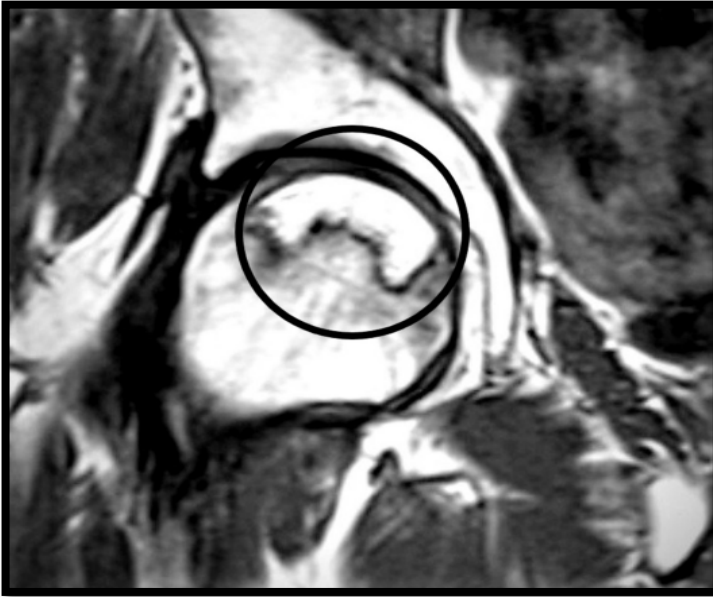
Image IRM en T1 d'une ONTF, montrant une lésion en hyposignal.
